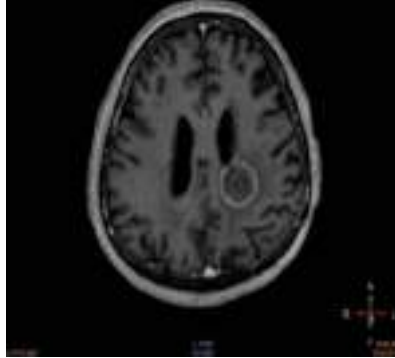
МРТ через 2 месяцев после радиохирургии
